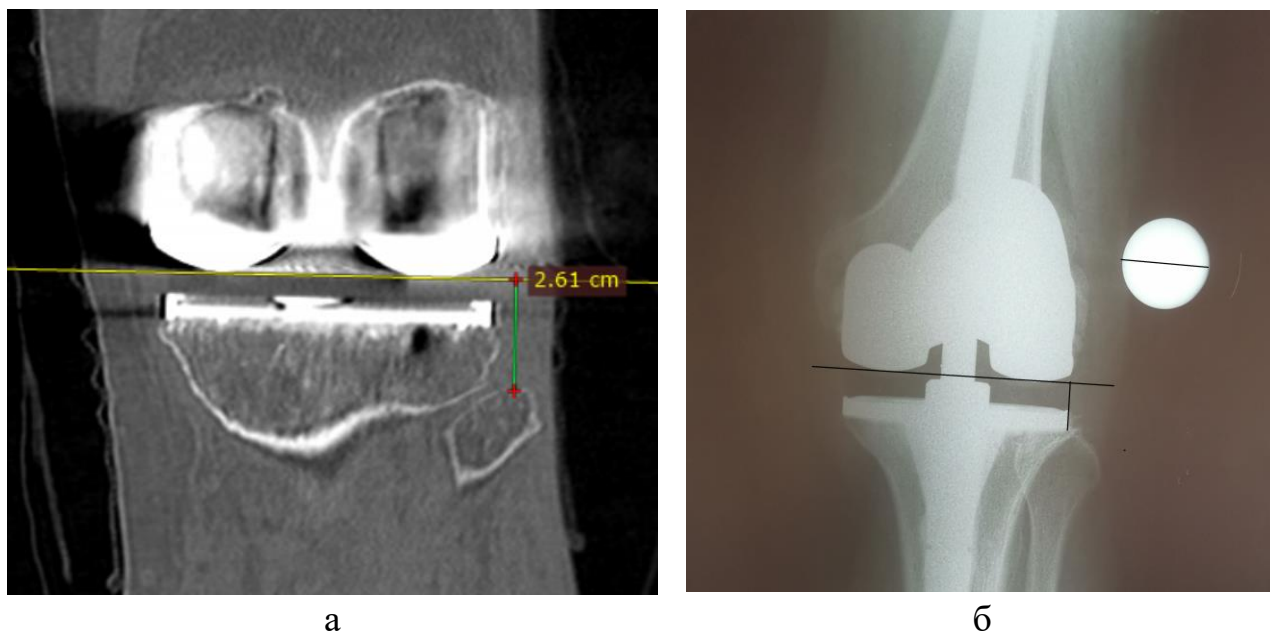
Измерение уровня щели коленного сустава после операции в фронтальной проекции до операции: а - КТ, б – рентгенограмма
